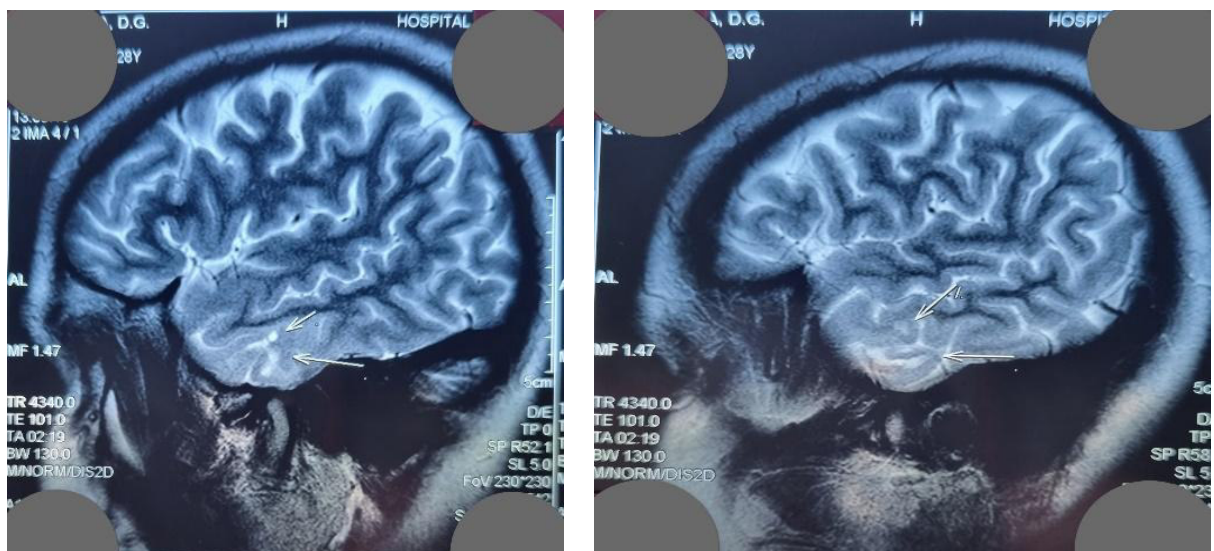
Imagine RM arată focare mici hiperdense pe lobul temporal în regim FLAIR sagital (săgeată albă) și atrofie convexită (aceeași pacientă).
